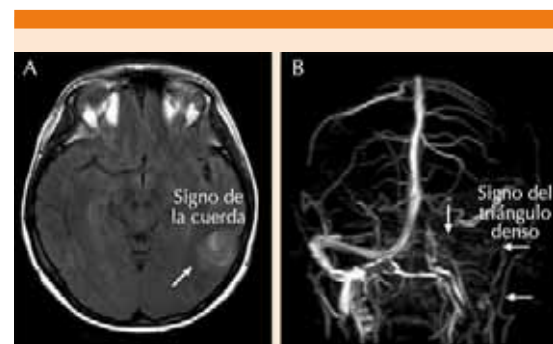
Signos radiológicos de la tomografía computada simple sugerentes de trombosis venosa cerebral. Modificada de la referencia 22.
